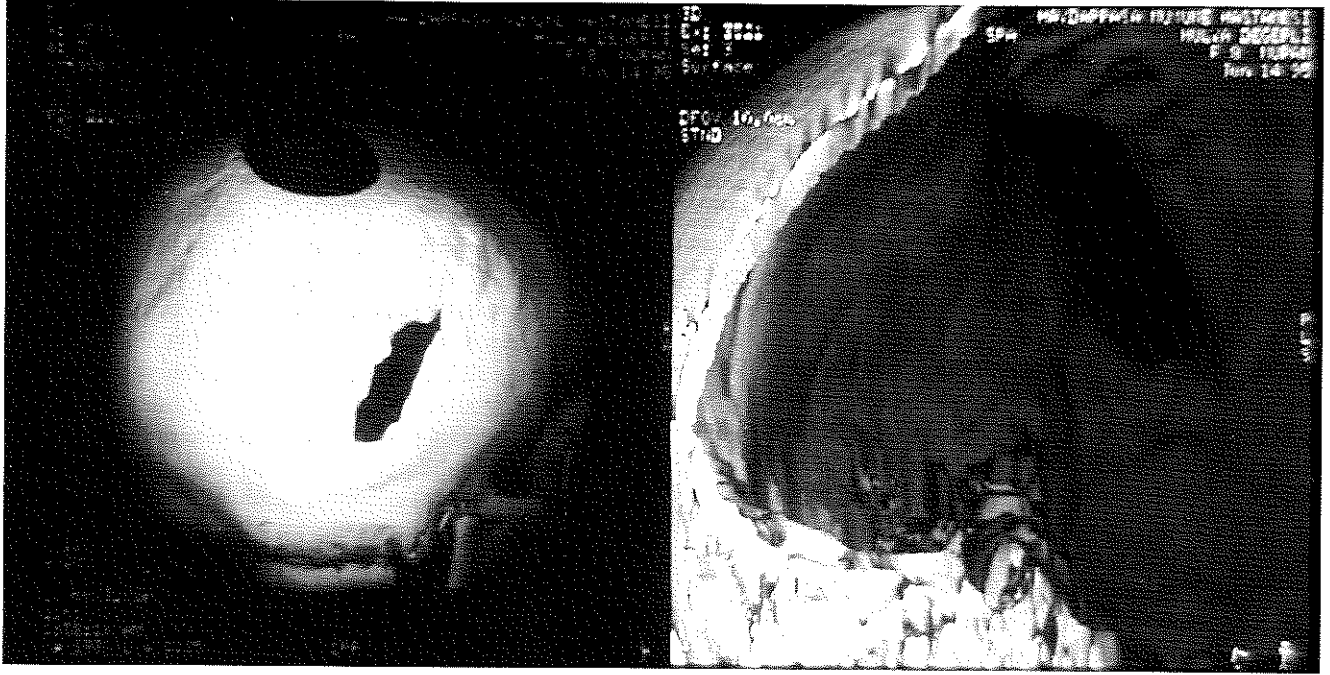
BT'de kenarları incelenerek genişlemiş kırık hattı altında PTLMK ve lezyon tarafındaki ventrikülde genişleme ve çekilme (7 nolu olgu)
